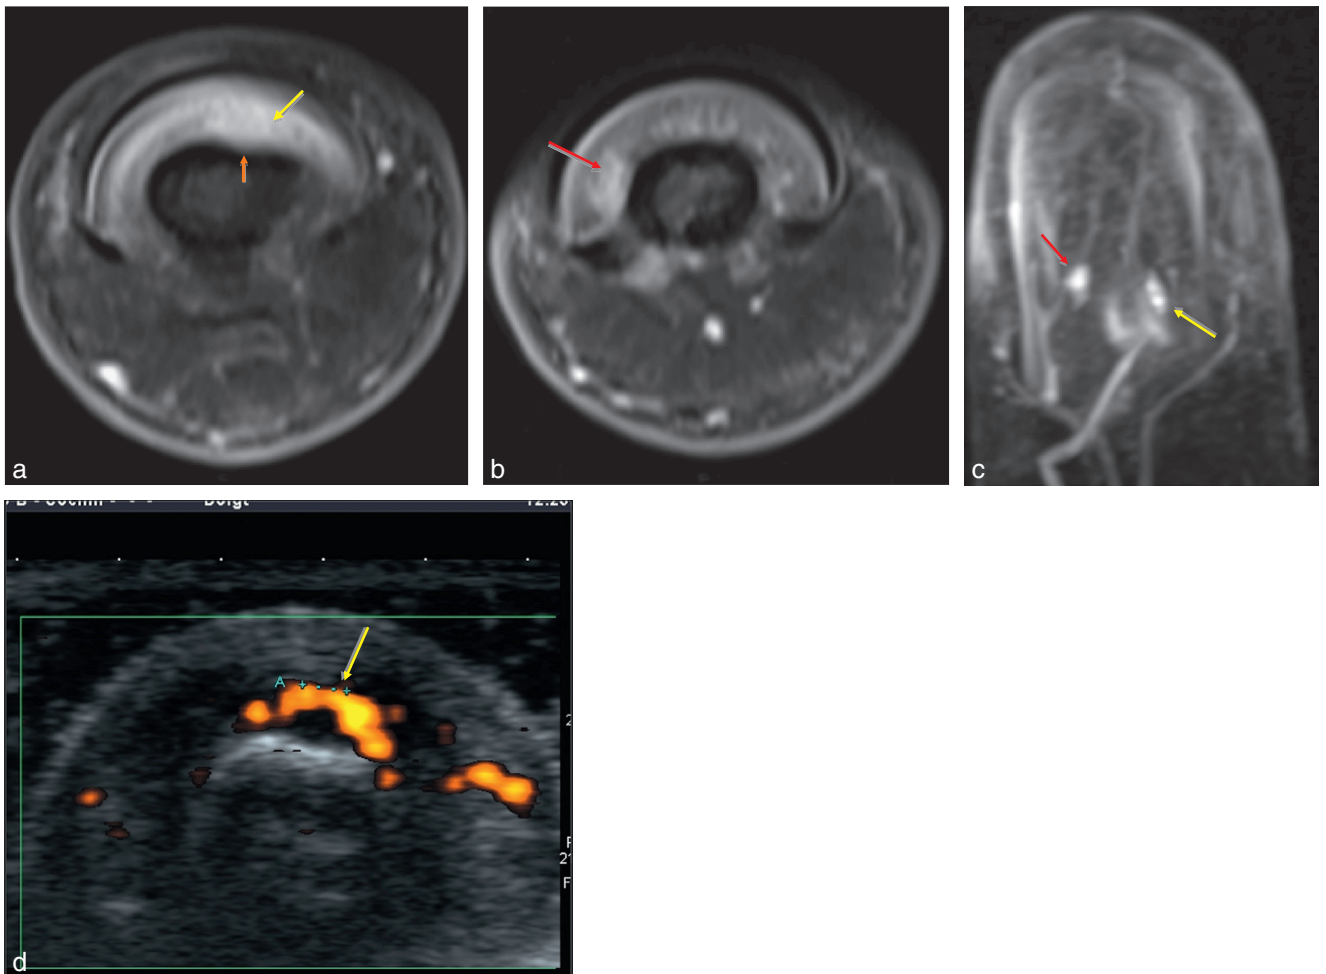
Intérêt de l'angio-IRM pour la cartographie des tumeurs glomiques. (a, b) Coupes axiales T1 FS après injection. (c) Angio-IRM, coupe coronale MIP. (d) Coupe axiale d'échographie-Doppler puissance. Deux tumeurs hypervasculaires se rehaussent, l'une sous-matricielle sur la ligne médiane (flèches jaunes en a et c) avec une encoche de la corticale osseuse (flèche orange en a), l'autre plus distale et latérale dans le lit unguéal (flèches rouges en b et c). L'échographie n'a détecté que la lésion proximale la plus volumineuse (flèche jaune en d).
